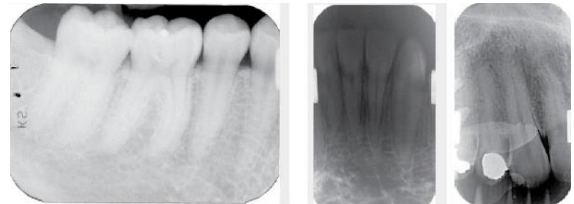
Radiografias com pouca densidade por pouco tempo de exposição ou de revelação, muito densa por excesso de tempo de exposição ou de revelação e com manchas por contato com fixador antes de passar pelo revelador. (Fonte: White e Pharoah, 2015).
